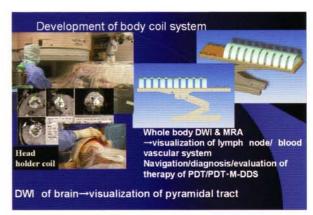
Whole-body DWI system for extremely early diagnosis and treatment
